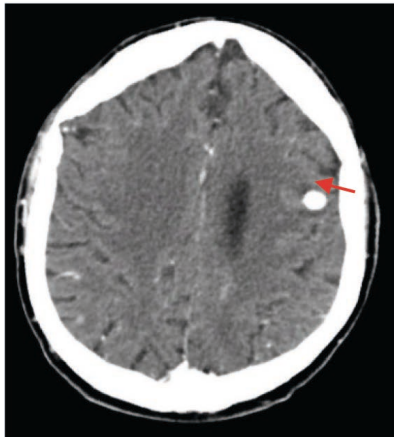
МСКТ-ангиография головного мозга пациента В. Контрастируется дистальная аневризма левой средней мозговой артерии.
